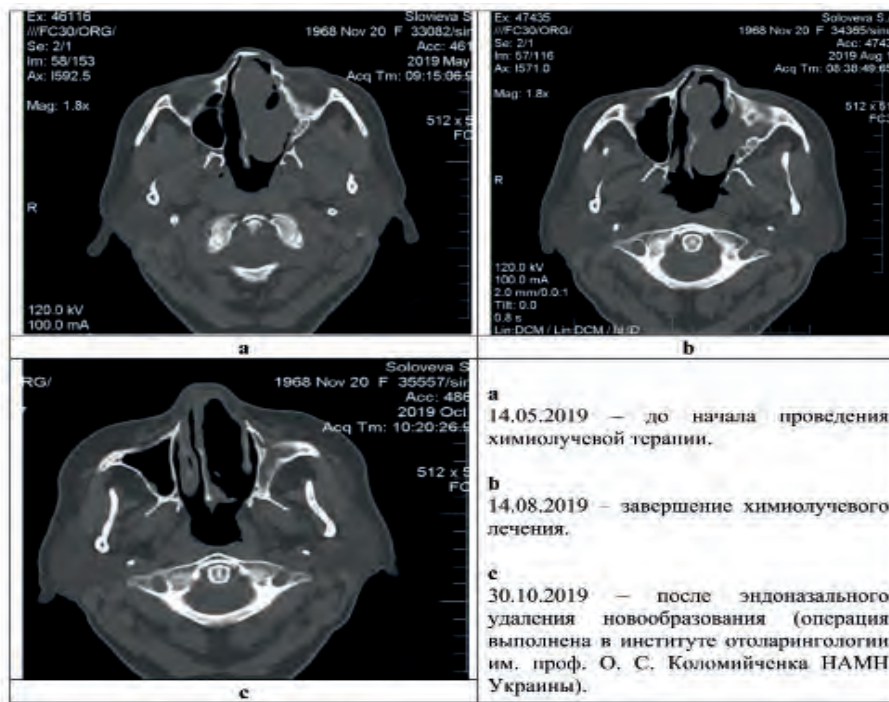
КТ-сканы на этапах наблюдения за больной С
